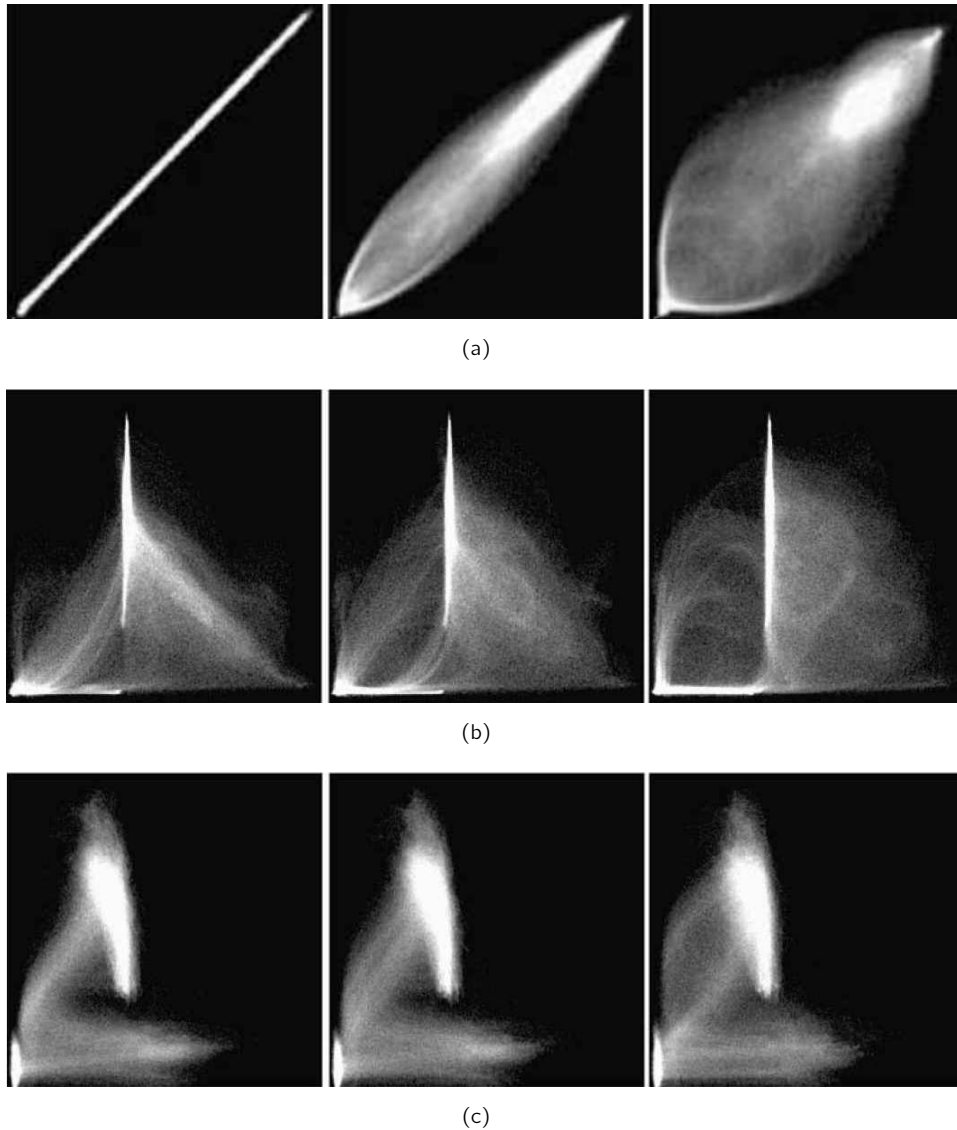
Beispiele zweidimensionaler Histogramme für (a) identische MRT Datensätze des Kopfes, (b) MRT und CT Datensätze des Kopfes und (c) MRT und PET Datensätze des Kopfes. In allen Kombinationen stellt die linke Abbildung das Histogramm bei korrekter Ausrichtung dar, das mittlere Bild eine Verschiebung um 2 mm und die rechte Abbildung eine Translation um 5 mm wieder. Quelle: [HBHH01]
